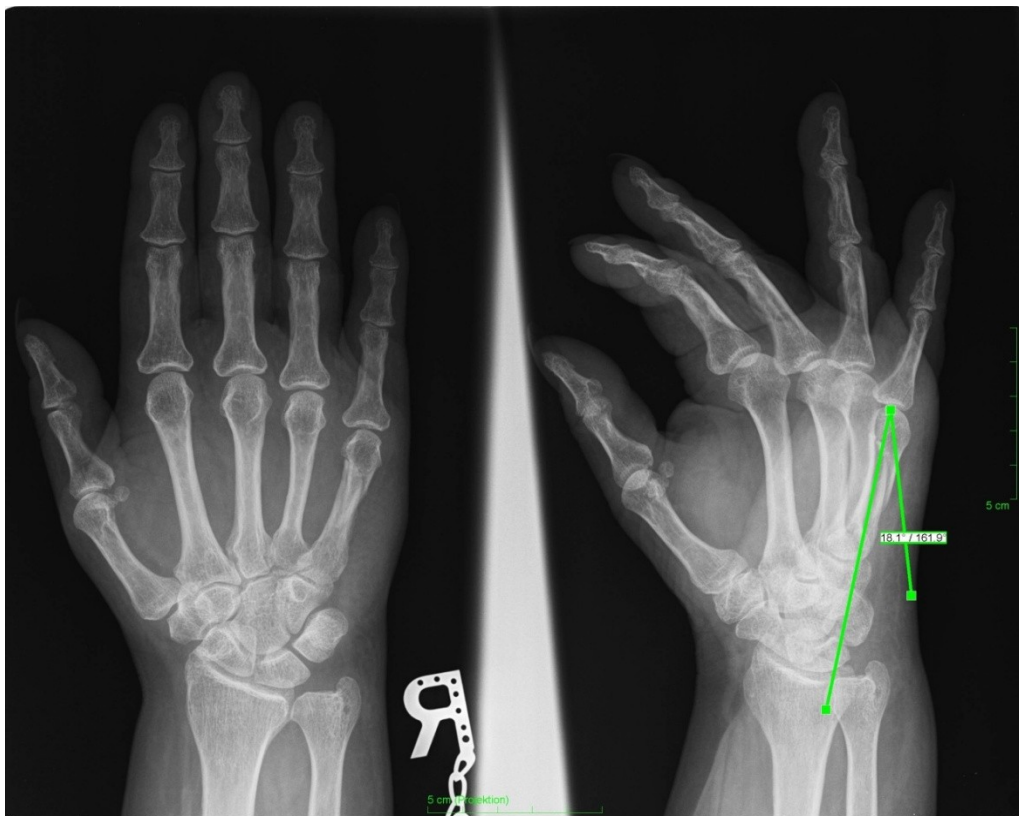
Primärröntgen Fall 1
